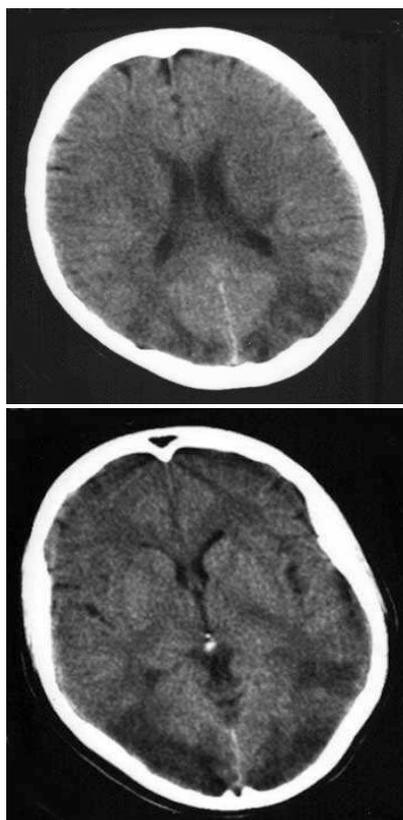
hypodensités symétriques dans les régions postérieures à la TDM cérébrale
